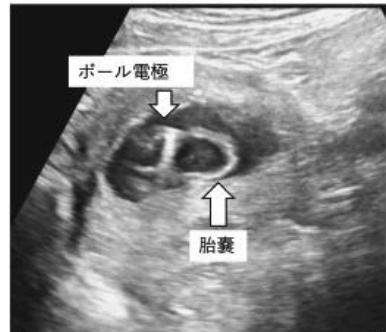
術中の経腹超音波画像と子宮鏡画像。ボール電極による鈍的剥離操作により、妊娠物を切除しているところ。
